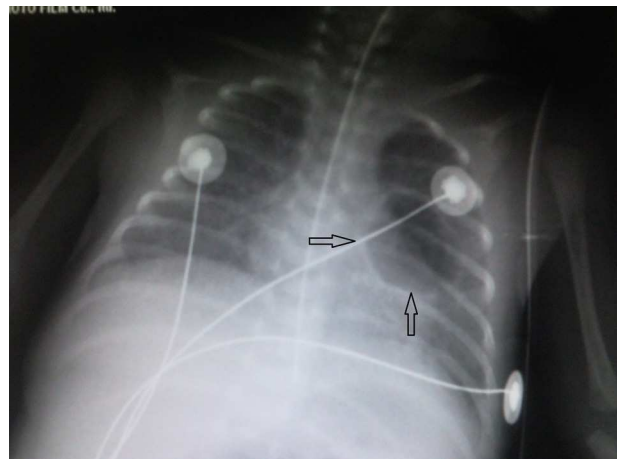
Radiografía de tórax. Imagen quística redondeada en progresión. Catéter retirado.
